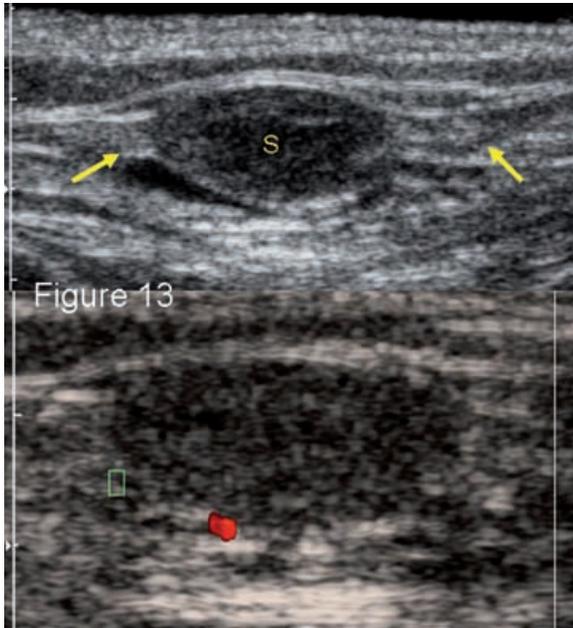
Coupes échographiques longitudinales d'un schwannome du nerf ulnaire (S). Les raccords avec le nerf porteur sont bien identifiés (flèches jaunes). Bien qu'il ne soit pas possible de le différencier d'un neurofibrome, le caractère excentré de la tumeur et une légère hyperémie au Doppler couleur plaident en faveur d'un schwannome.
